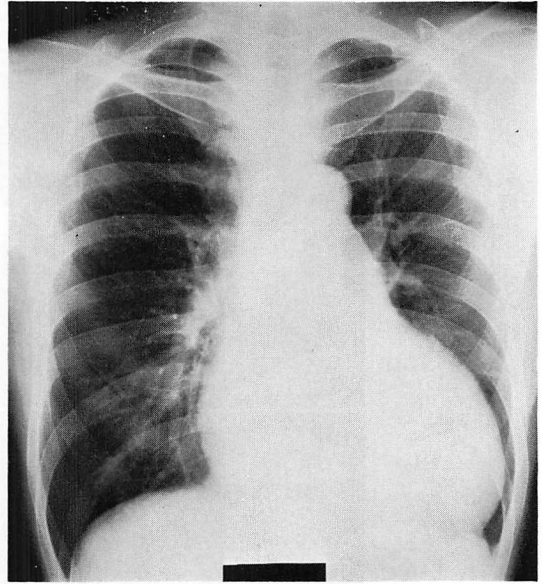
Chest radiograph of a 46-year-old man with Fabry's disease.
